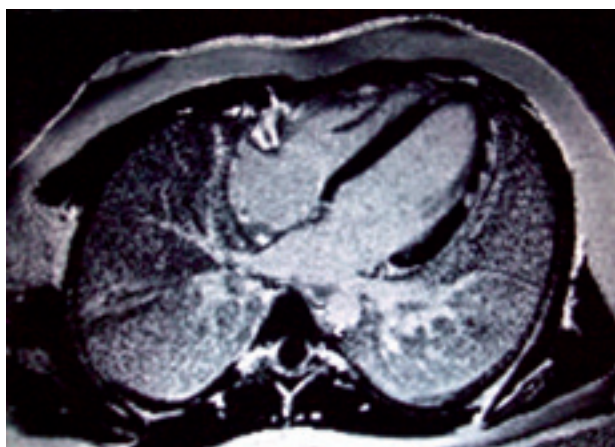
Imagen de resonancia magnética nuclear de un paciente con miocarditis donde se observa una captación parcheada (realce) subepicárdica característica en la pared del ventrículo izquierdo.
